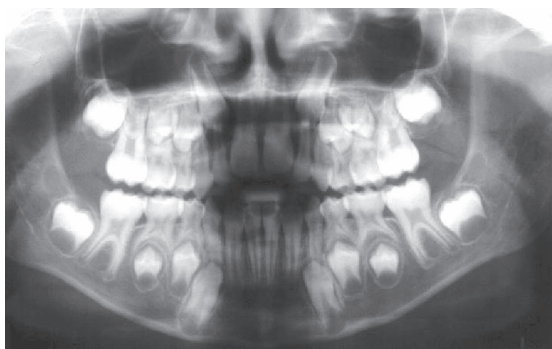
Radiografia panorâmica nas primeiras semanas após o acidente.
